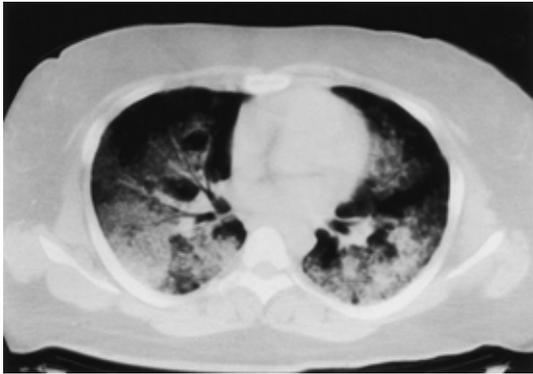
Chest CT films on admission, showing non-sequential high-density areas in both lung fields except for the subpleural spaces.
